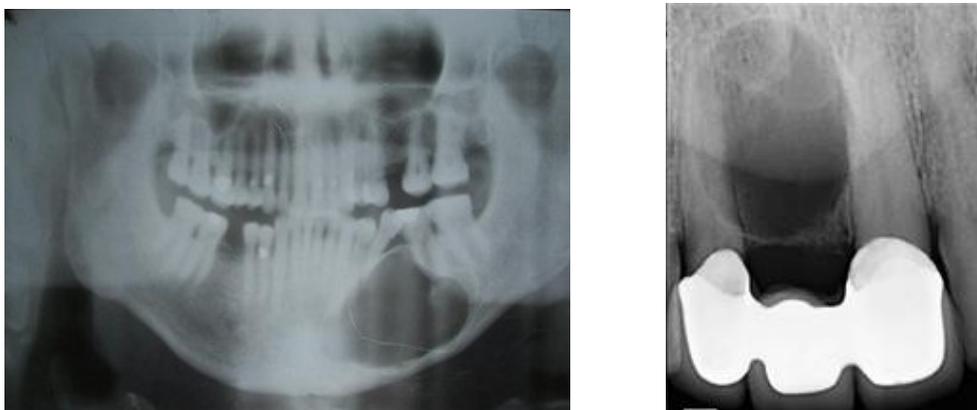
Rx panorámica y periapical, se observa la presencia de un quiste residual
